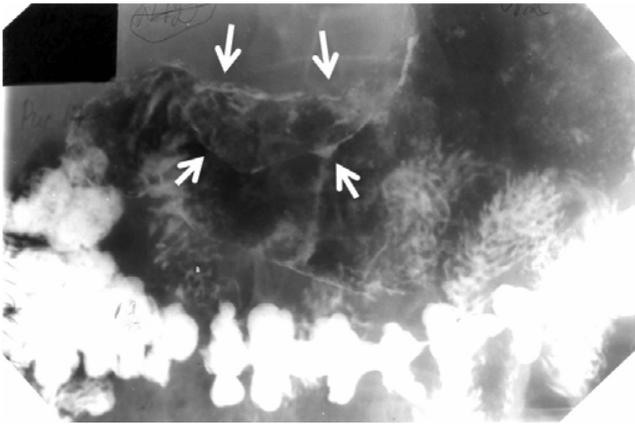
Прицельная рентгенограмма нижней трети тела и антрального отдела желудка, по малой кривизне экзофитный компонент
